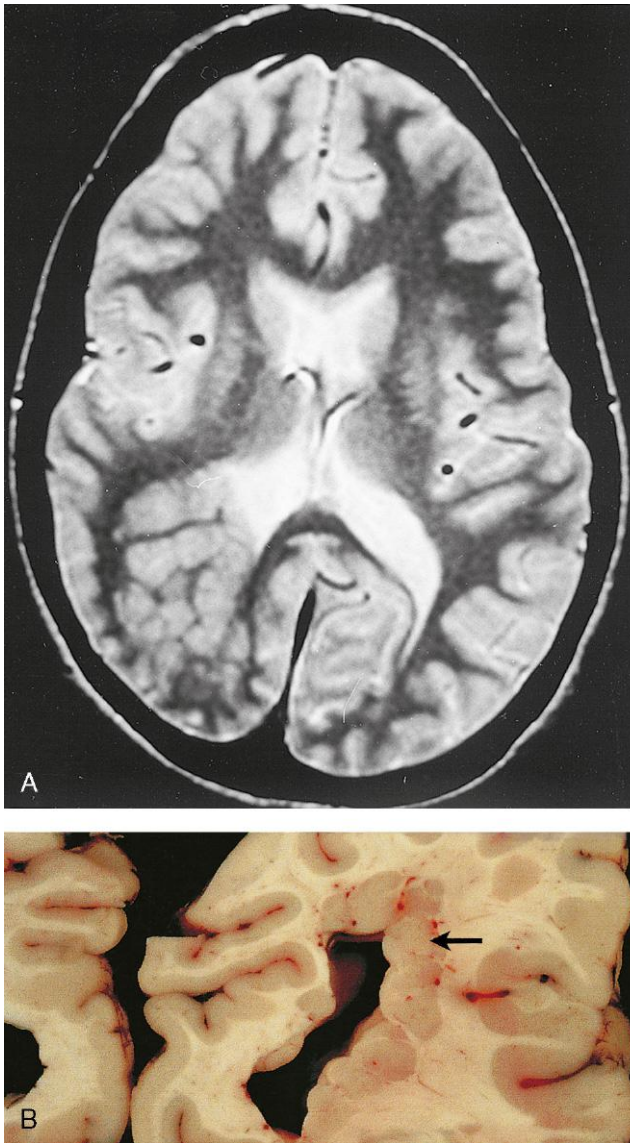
A, Corteza cerebral heterotópica focal. Imagen de resonancia magnética obtenida en una mujer de 19 años de edad que presentaba convulsiones, con demostración de una corteza heterotópica focal en el lóbulo parietal derecho, con indentación del ventrículo lateral derecho; se puede observar la ausencia de corteza organizada en la superficie cerebral suprayacente. La corteza heterotópica es el resultado de una detención de la migración centrífuga de los neuroblastos a lo largo de las prolongaciones radiales de las células gliales. B, Sección coronal del cerebro de un adulto con demostración de heterotopia periventricular (flecha) en el cerebro parietal. Las estructuras lobuladas de sustancia gris a lo largo del ventrículo están constituidas por células que no presentaron migración pero que, no obstante, se diferenciaron hacia neuronas. (A, Por cortesía del doctor Gerald Smyser, Altru Health System, Grand Forks, North Dakota. B, Por cortesía del doctor Marc R. Del Bigio, Department of Pathology [Neuropathology], University of Manitoba, Winnipeg, Manitoba, Canadá.)
